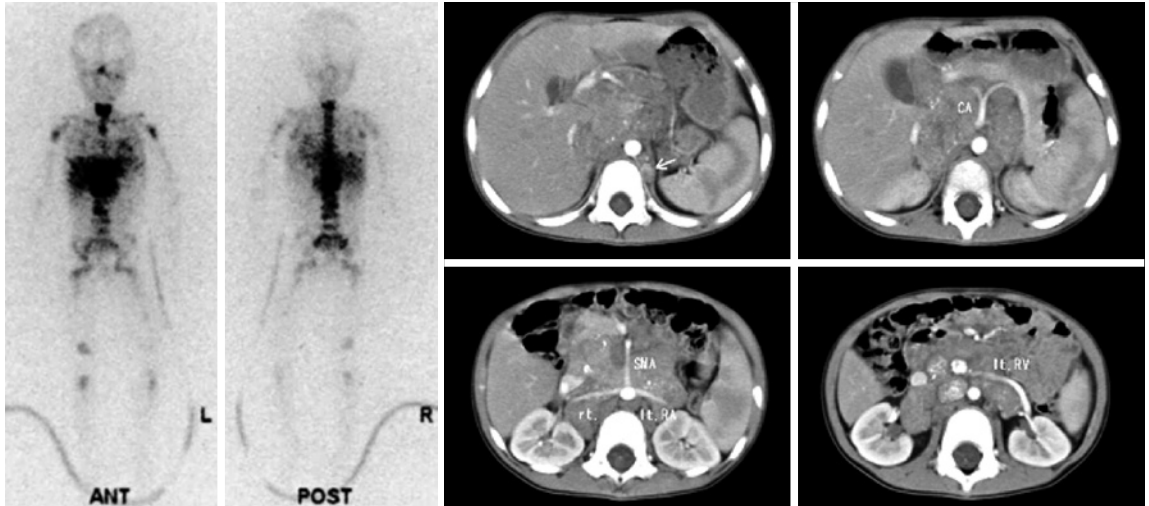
a, b: ^{123}I -MIBG scintigram shows multiple metastasis.
